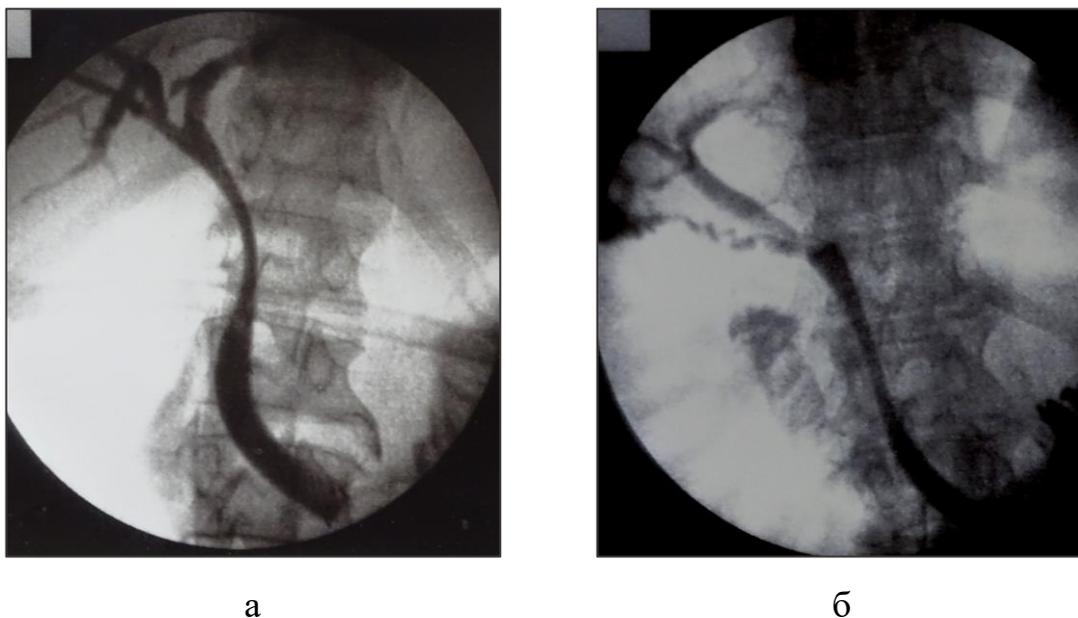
Рентгенограммы больных после антеградного стентирования холедоха: а – стент с проксимальным краем на уровне конфлюэнса; б – стент с проксимальным краем ниже устья пузырного протока
